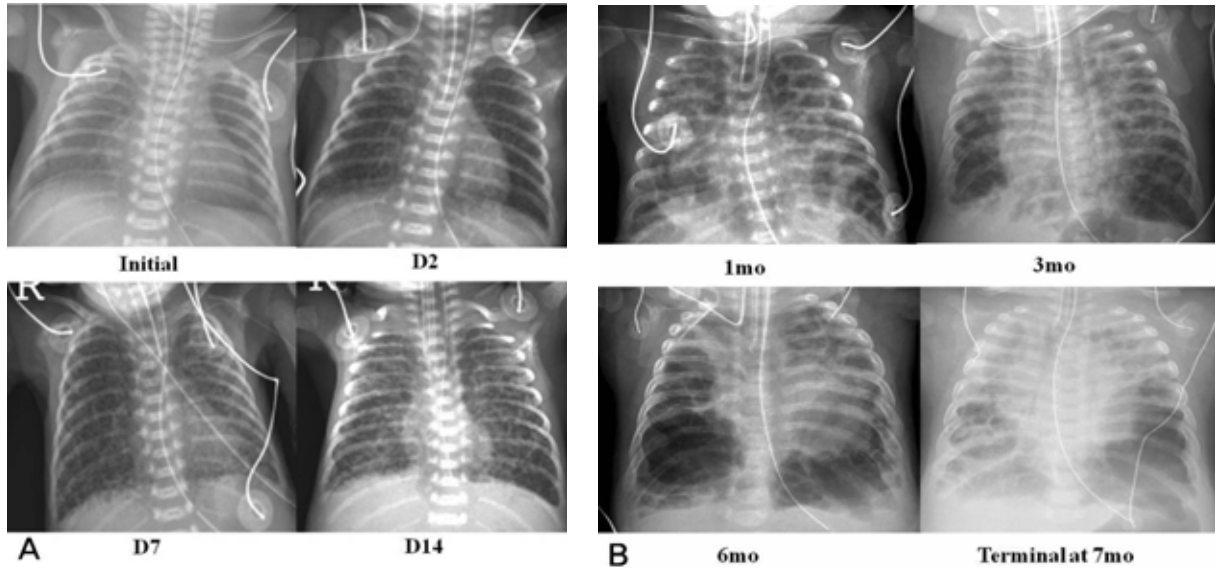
Chest radiographs of atypical bronchopulmonary dysplasia with bubbly pattern (Wilson-Mikity pattern) according to the postnatal age. Abbreviations : D, day; mo, month.
